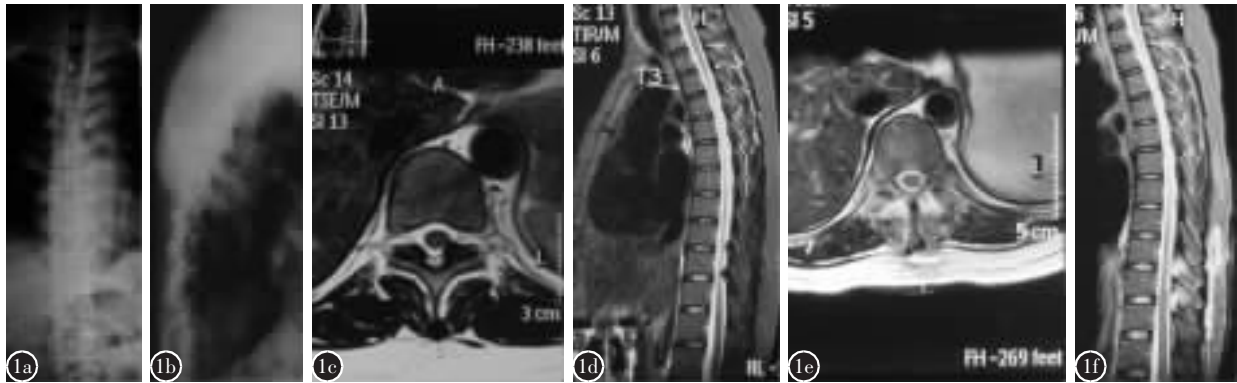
患者女性,43 岁,左下肢麻木 2 年,加重伴左下肢无力 1 个月 a、b 术前胸椎正侧位 X 线片未见明显异常 c 术前横断位 MRI 示 T9/T10 椎间左侧黄韧带明显增厚,压迫胸髓 d 术前矢状位 MRI 示 T8/9、T9/10 椎间黄韧带明显增厚,压迫胸髓,T8~T10 后凸 Cobb 角为 0° e 椎板切除减压术后 6 个月横断位 MRI 示增厚黄韧带和椎板已被切除,胸髓受压解除 f 术后 6 个月矢状位 MRI 示胸髓无受压,T8~T10 胸椎后凸 Cobb 角 1.5°
